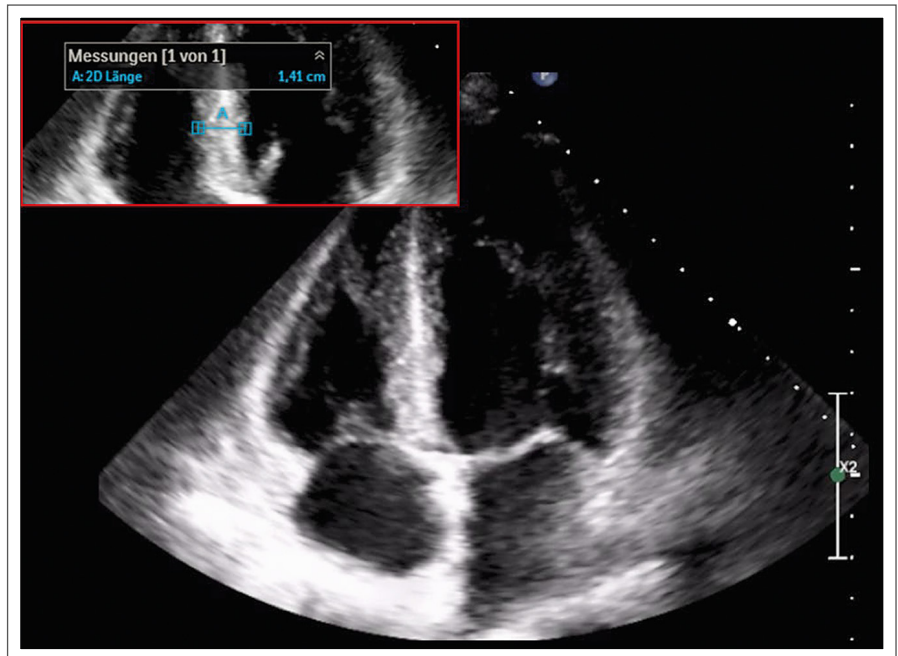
Echokardiographie bei Erstvorstellung
